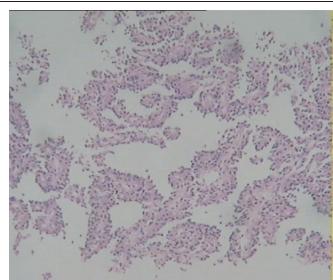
Pathology of puncture biopsy in CT guided( $\times 100$ )
